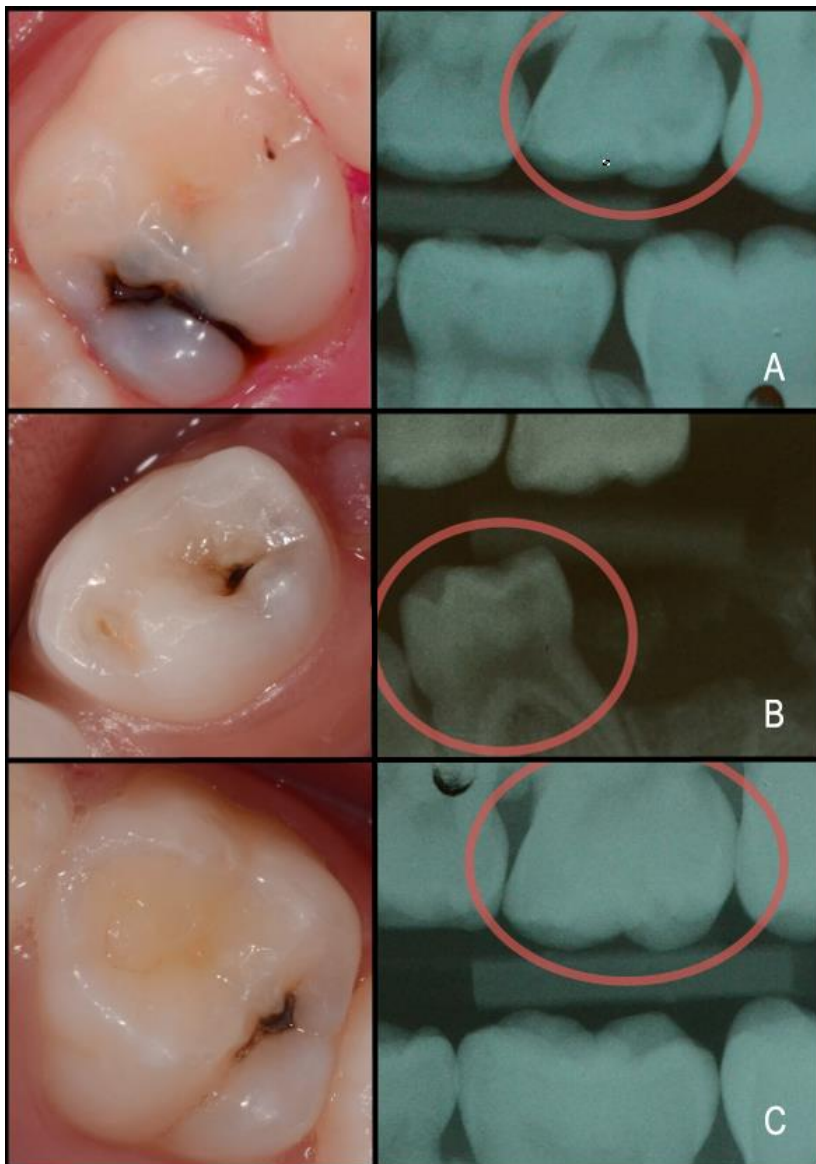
Fotos clínicas e radiografias apresentadas on-line. Podem ser observadas lesões de cárie CAST 4 envolvendo metade externa da dentina (A) e metade interna da dentina (B) e lesão CAST 3 sem envolvimento da dentina (C).
